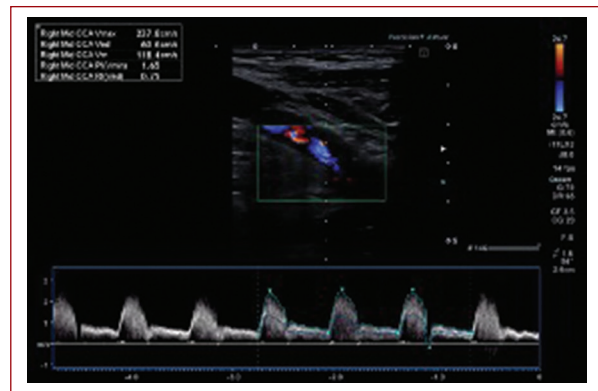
Ecografía de control: se observa mejoría de la velocidad pico sistólica en la arteria carótida común, la arteria carótida interna y la arteria carótida externa.
